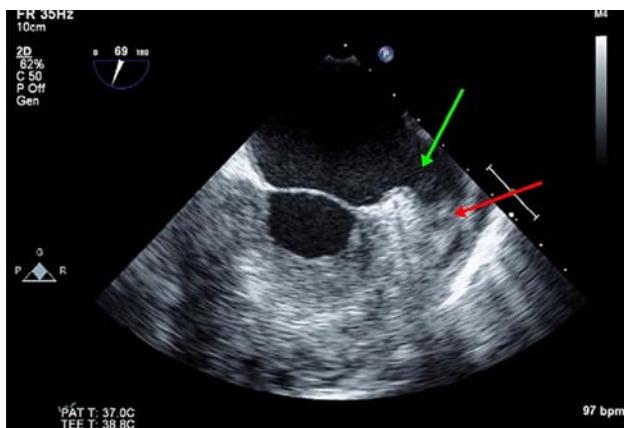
Trombo en el apéndice auricular izquierdo (flecha roja) y contraste denso espontáneo (flecha verde) identificados por ecocardiograma transesofágico.
